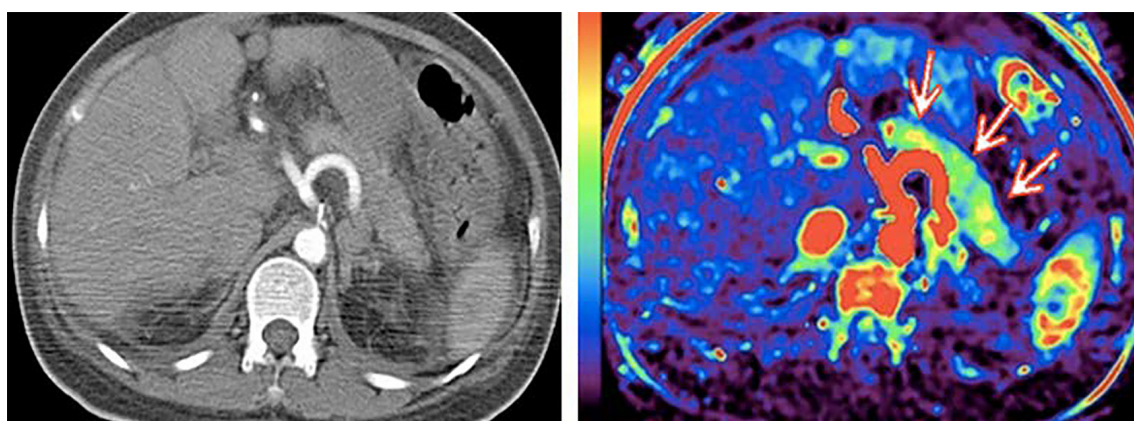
Объемная (а) и перфузионная (б) компьютерные томограммы ПЖ (аксиальная проекция): отечный ОП без признаков ишемических изменений (стрелки)
